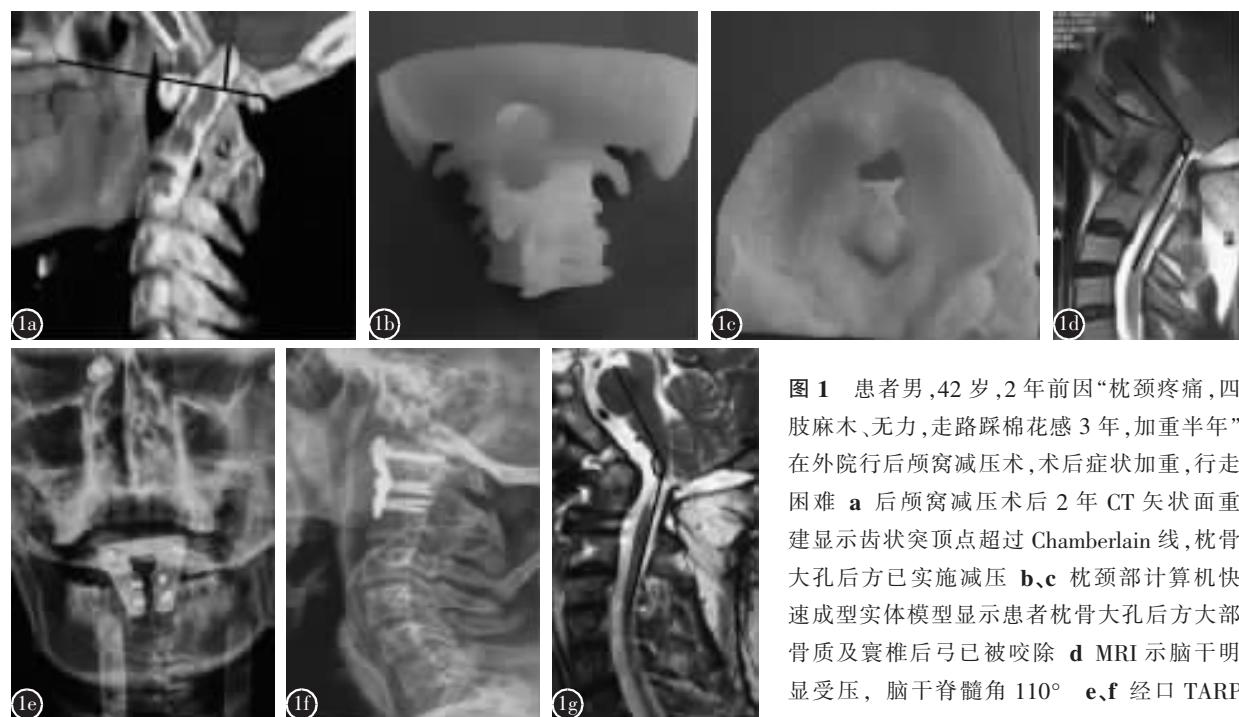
患者男，42岁，2年前因“枕颈疼痛，四肢麻木、无力，走路踩棉花感3年，加重半年”在外院行后颅窝减压术，术后症状加重，行走困难 a 后颅窝减压术后2年CT矢状面重建显示齿状突顶点超过Chamberlain线，枕骨大孔后方已实施减压 b、c 枕颈部计算机快速成型实体模型显示患者枕骨大孔后方大部分骨质及寰椎后弓已被咬除 d MRI示脑干明显受压，脑干脊髓角 110° e、f 经口TARP固定术后1周X线片示枢椎齿状突完全复位，钢板位置良好 g 术后1周脑干脊髓角度明显改善(140°)，齿状突完全复位，脑干前方压迫解除
